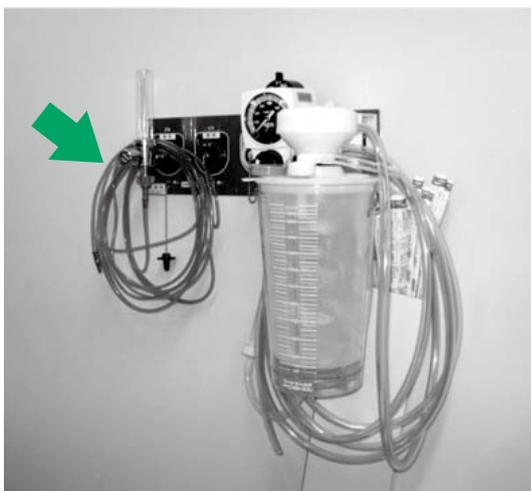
MRI 検査室の入口（室外）に設置されている酸素供給口
